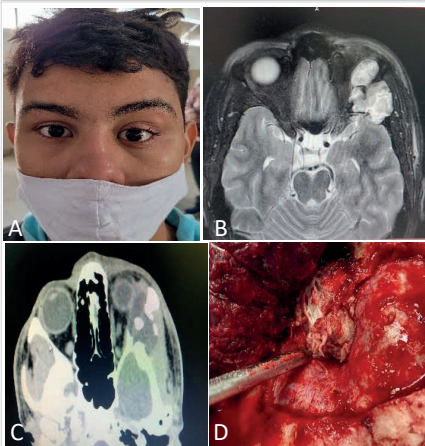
A. Distopia nasal inferior de OE; B. Lesão frontotemporal hiperintensa em T2; C. Lesão hipodensa gerando erosão óssea na asa maior do esfenóide na TC; D. Visão intraoperatória evidenciando lesão em íntima relação com dura-máter e osso esfenóide.
